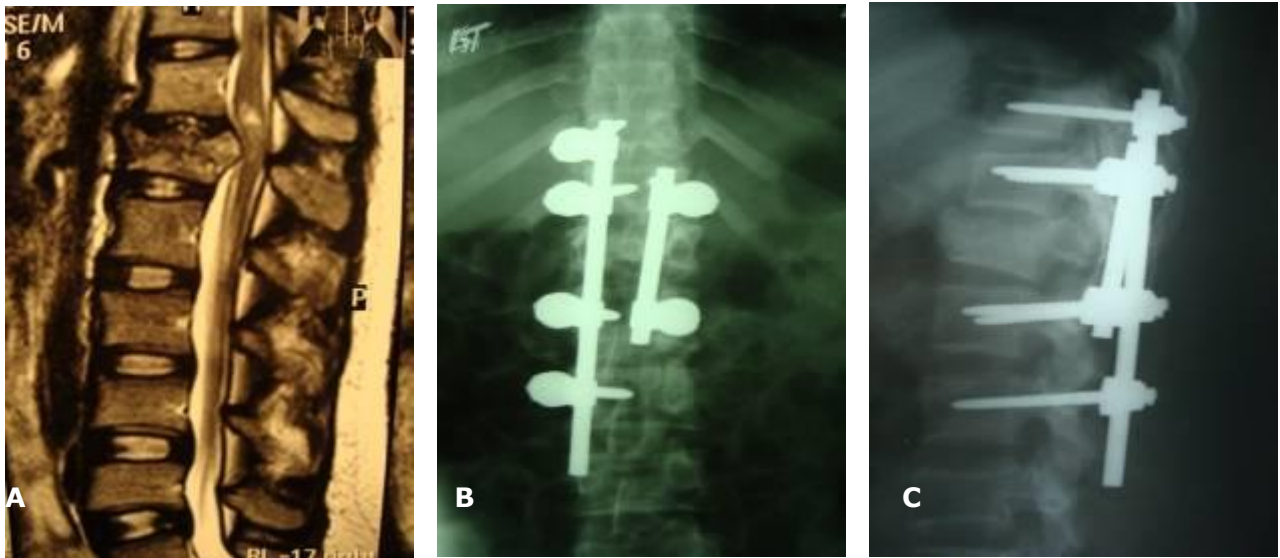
Caso 9. A .Imagen de RMN donde se constata fractura inestable por estallido de L1. Contusión medular focal. B y C descompresión y alineación vertebral. Fijación transpedicular con láminas y tornillos.
